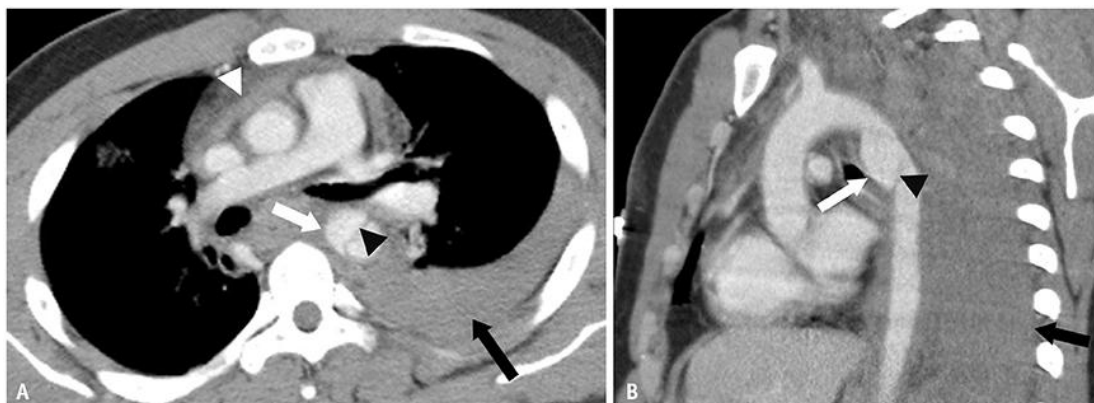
TC torace che mostra lesione traumatica dell'aorta toracica è evidenziato pseudoaneurisma a livello dell'istmo, ematoma mediastinico ed emotorace sinistro. Fonte Kim YJ et al. Watch Out for the Early Killers: Imaging Diagnosis of Thoracic Trauma.
